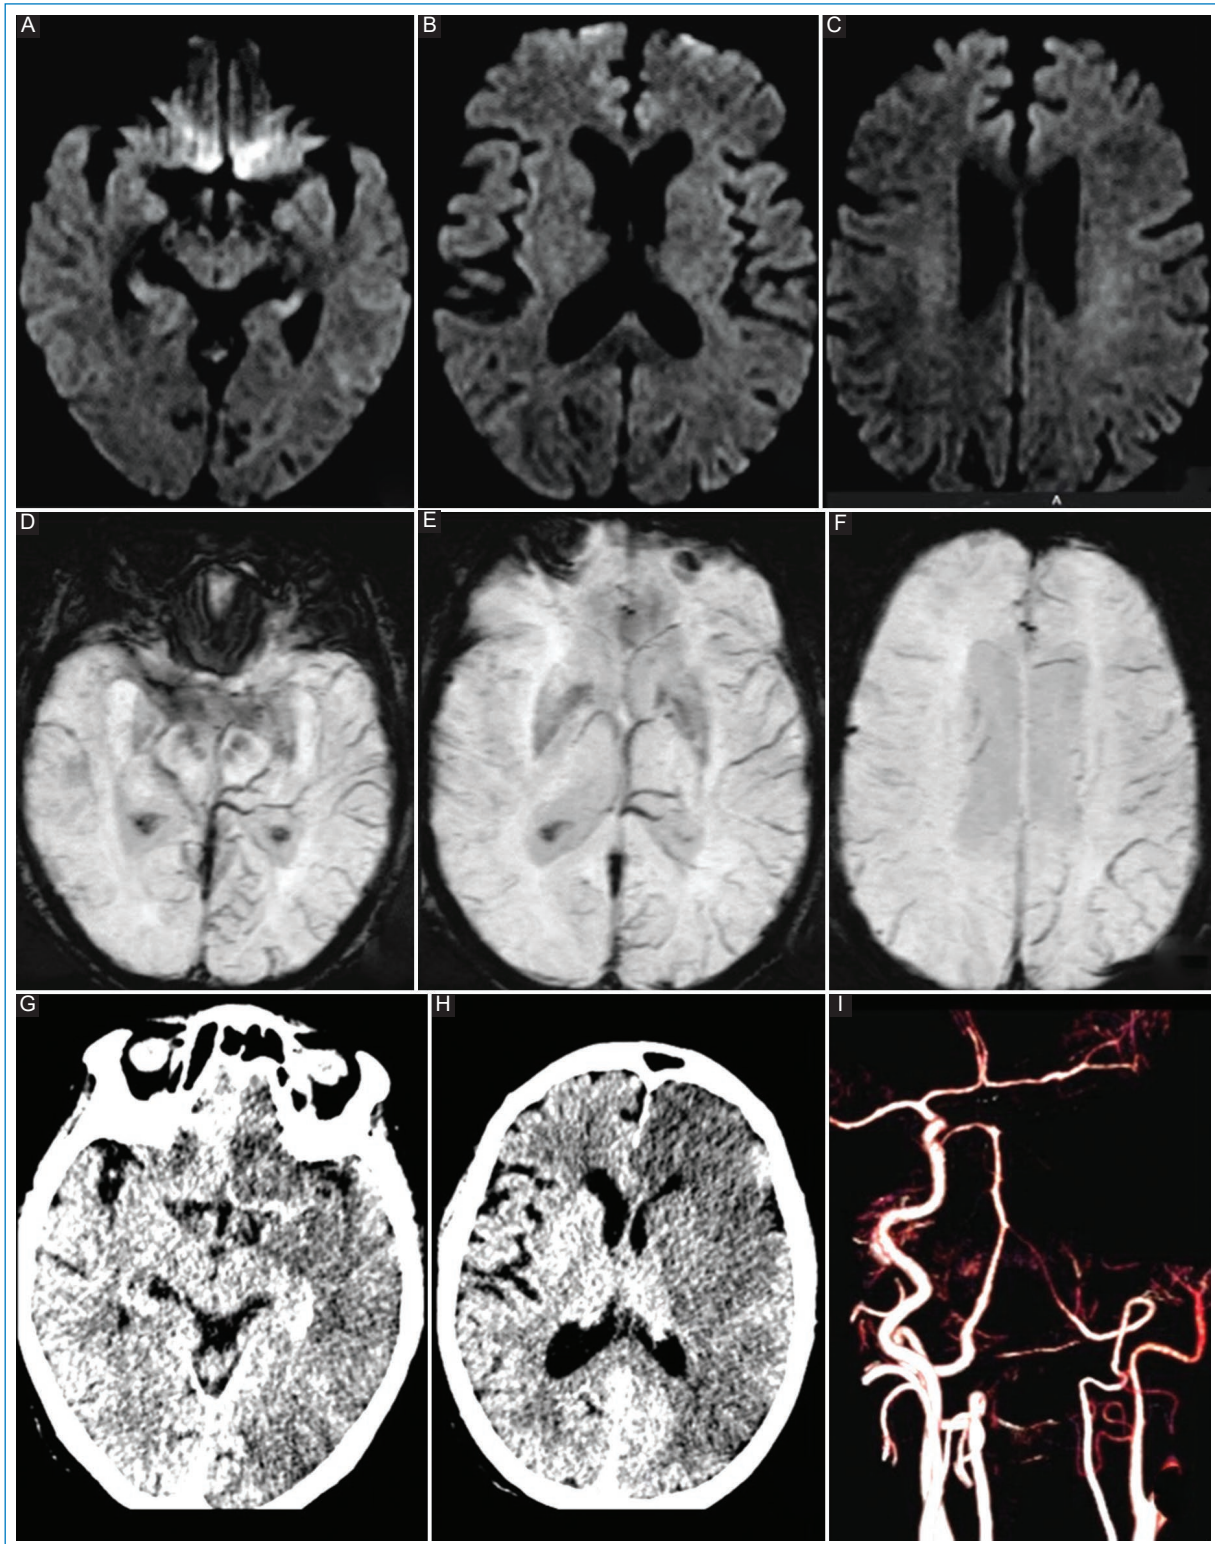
Paciente de sexo femenino de 63 años, consulta por alteración del lenguaje de cinco horas de evolución. (A, B y C) Las imágenes muestran cortes axiales de difusión con discreta alteración de señal cortical a nivel temporal izquierdo. (D, E y F) Se observan cortes axiales de SWI que muestran venas prominentes a nivel cortical y profundo del hemisferio cerebral izquierdo, con extenso compromiso del territorio de la arteria cerebral media izquierda. (G y H) Muestran TC de control a las 48 horas con extensa lesión isquémica en territorio de la arteria cerebral media izquierda. (I) Oclusión de la arteria carótida izquierda.
